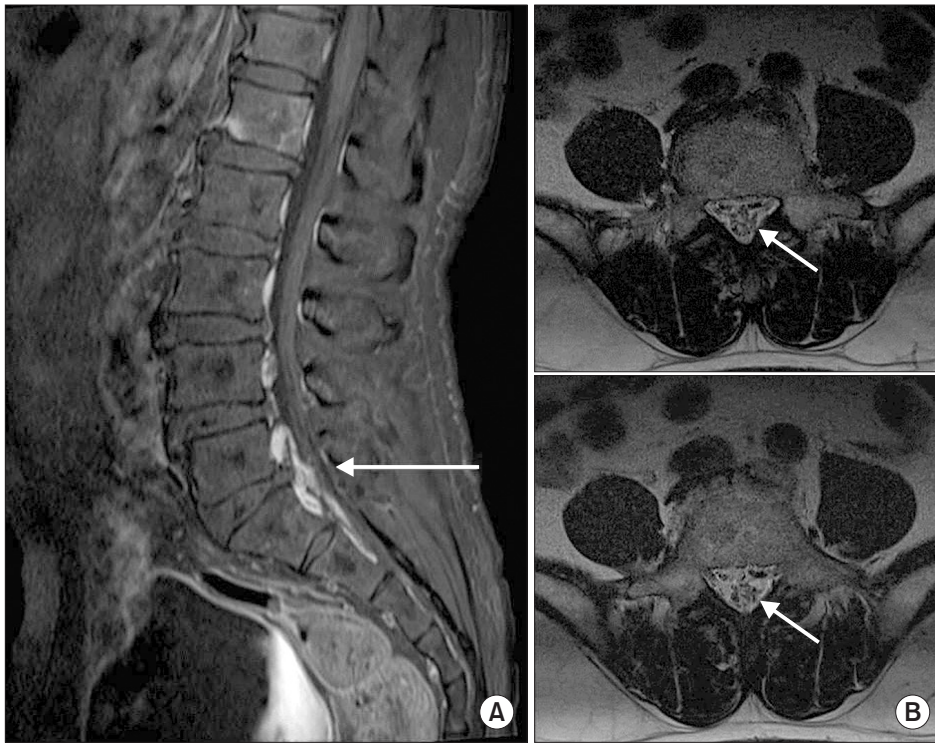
Preoperative magnetic resonance imagings (MRIs) show adhesive arachnoiditis. (A) Gadolinium-enhanced T1-weighted sagittal MRI shows dural enhancement from the L4-5 disc space level to the S2 level (arrow). (B) T2-weighted axial MRIs show clumping of the nerve roots (arrows).
